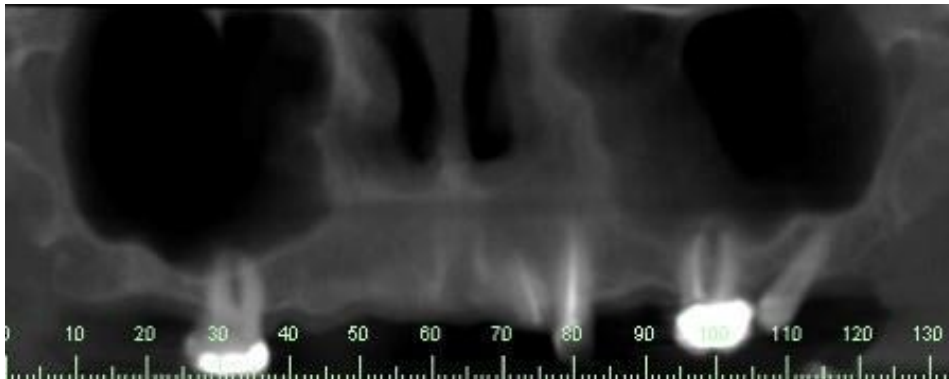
Radiografía Panorámica. Fuente: Pacientes Edwin L. Gallego Arias
